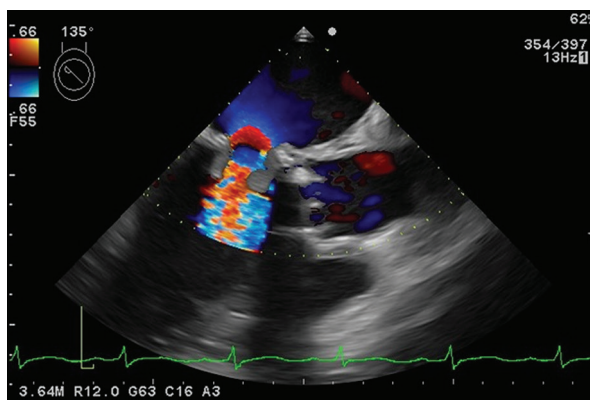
Transoesophageal severe mitral valve regurgitation
